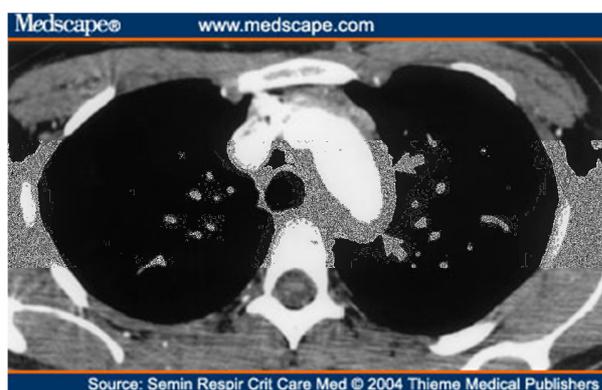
TAC de abdomen en paciente con arteritis de Takayasu (Roberts, 2013)
